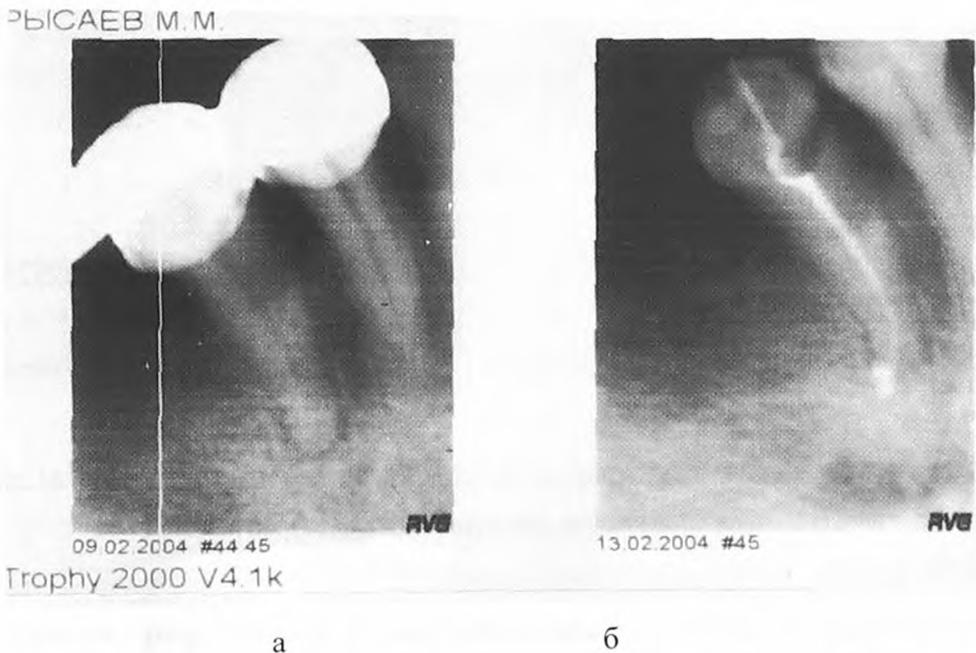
Рентгенограммы., 4.4,4.5 зубов, пациента Р, опорных мостовидного протеза: а – до лечения; б – после лечения 4.5 зуба
